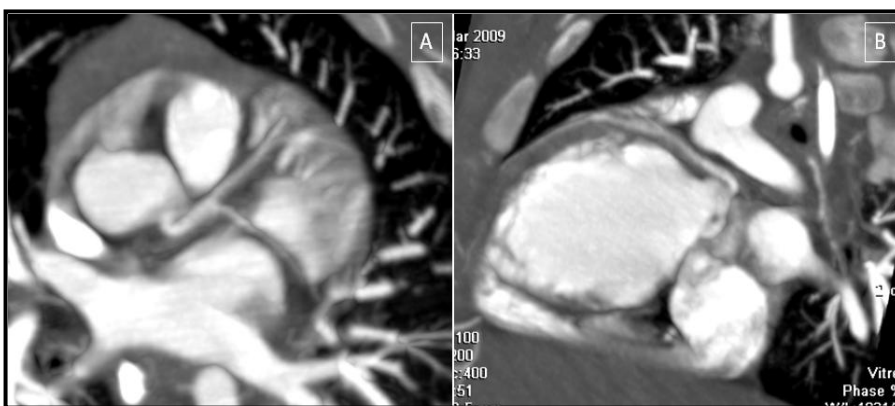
Paciente de 1 mes con miocardiopatía dilatada y sospecha de coronaria anómala. Estudio de TC cardíaco. 140 lpm sin β -bloqueantes ni vasodilatadores por mala situación clínica. Se descartan anomalías de origen o recorrido de arterias coronarias. A. ACD, ACI, ACX y ADA normales. B. ADA longitudinal. Aumento de trabeculación del VI.
